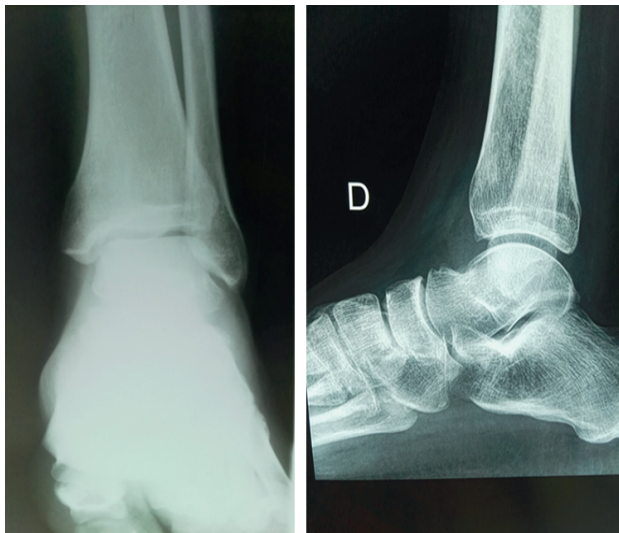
Radiographie de la cheville droite (F/P) sans anomalies
